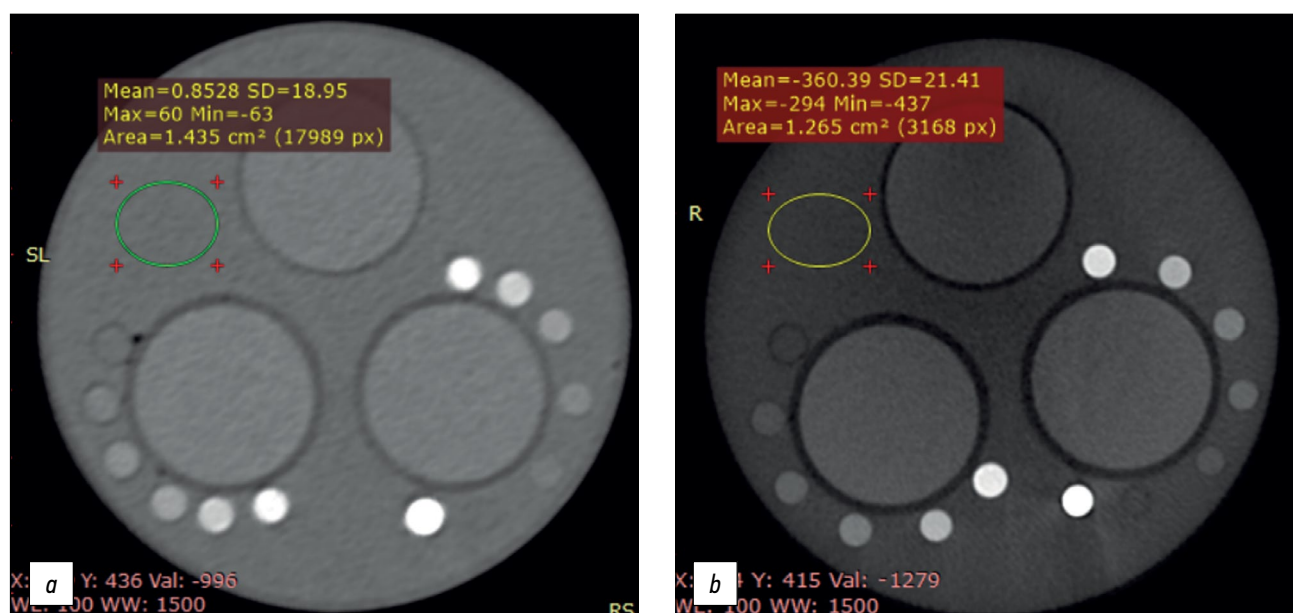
Рентгеноконтрастный фантом с шаблонами минеральной плотности кости в одинаковых параметрах визуализации «окна» (window level 100 / window width 1500 для костной ткани) для исследуемых мультиспирального компьютерного томографа 3 (а) и конусно-лучевого компьютерного томографа 2 (b): визуально отмечается разный контраст, измеренные значения плотности воды: 0,85 HU для мультиспиральных и 360 GV для конусно-лучевых компьютерных томографов.
